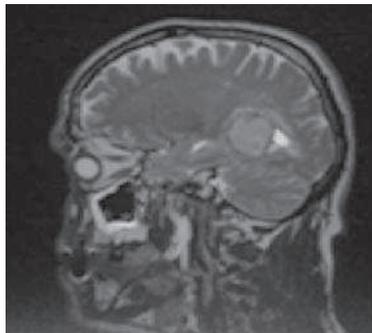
IRM en coupe coron T1
